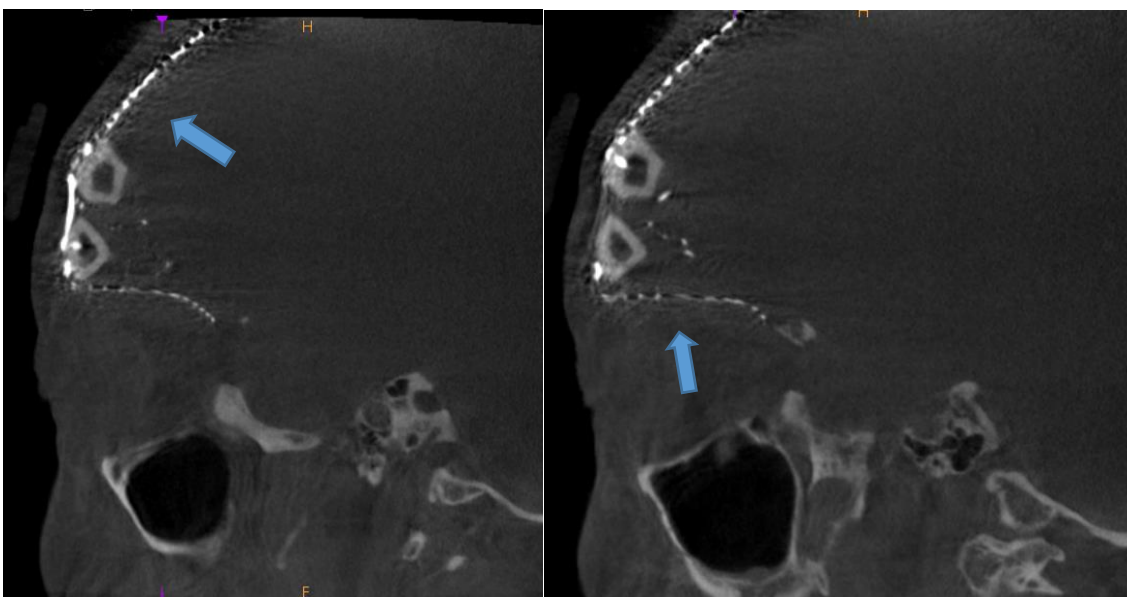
Tomografía corte axial. Se evidencia la adecuada adaptación del material de osteosíntesis al colgajo de peroné en doble barra, reconstruyendo(A) la región frontal, (B) el techo de la órbita.
